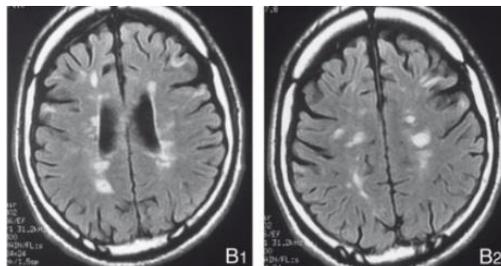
IRM cérébrale en séquence FLAIR d'un patient atteint de sclérose en plaque, les plaques apparaissent en hypersignal, d'après (6).
